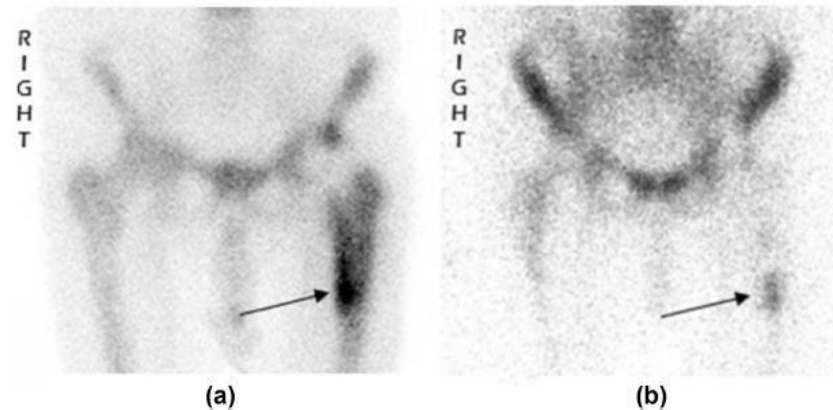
PJI: concordant uptake on bone and WCS. Bone scintigraphy (a) and WCS image (b) demonstrate coincident uptake indicative of infection (arrows).
